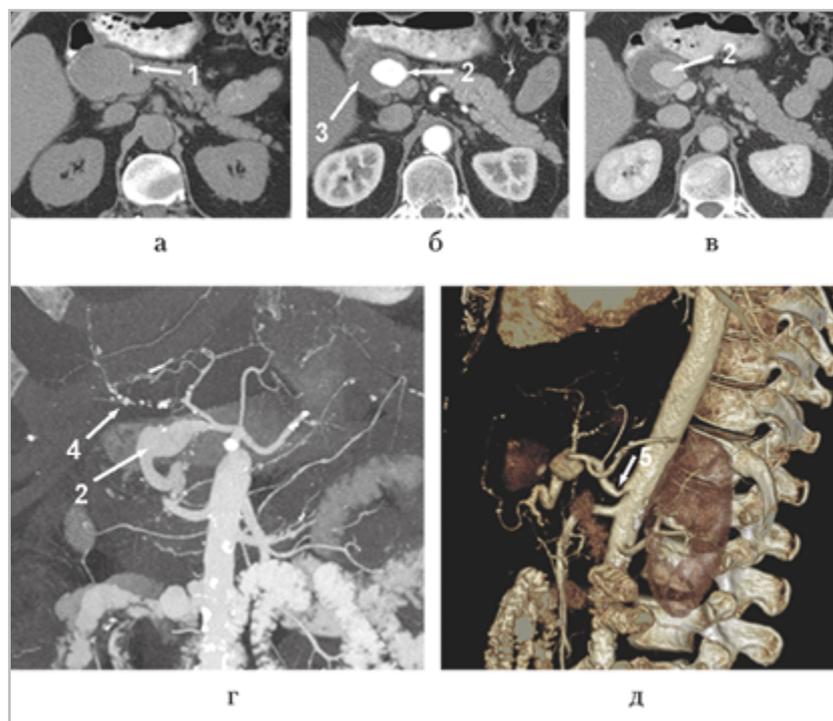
Фрагменты КТ-изображений органов брюшной полости пациента К., 52 года. Аневризма GDA до оперативного лечения (аксиальные изображения: *а* — нативное сканирование; *б* — артериальная фаза; *в* — паренхиматозная фаза контрастного усиления); *г* — фронтальная MIP-реконструкция; *д* — сагиттальная 3DVR-реконструкция. Стрелками указано: 1 — кальцинированная капсула аневризмы; 2 — сохраненное русло артерии; 3 — тромбированная часть аневризмы; 4 — окклюзия правой печеночной артерии; 5 — экстравазальная компрессия чревного ствола
